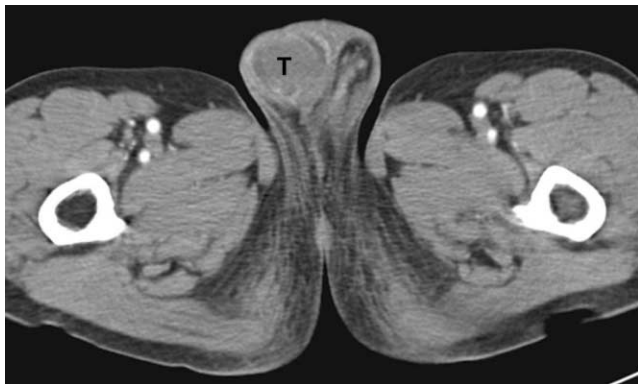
Follow-up pelvic CT scan after 8 months. Axial CT scan image shows near complete disappearance of previously noted extratesticular masses in the right scrotum with normal appearance of testis (T), minimal fluid collection and intrascrotal peripheral enhancement.
